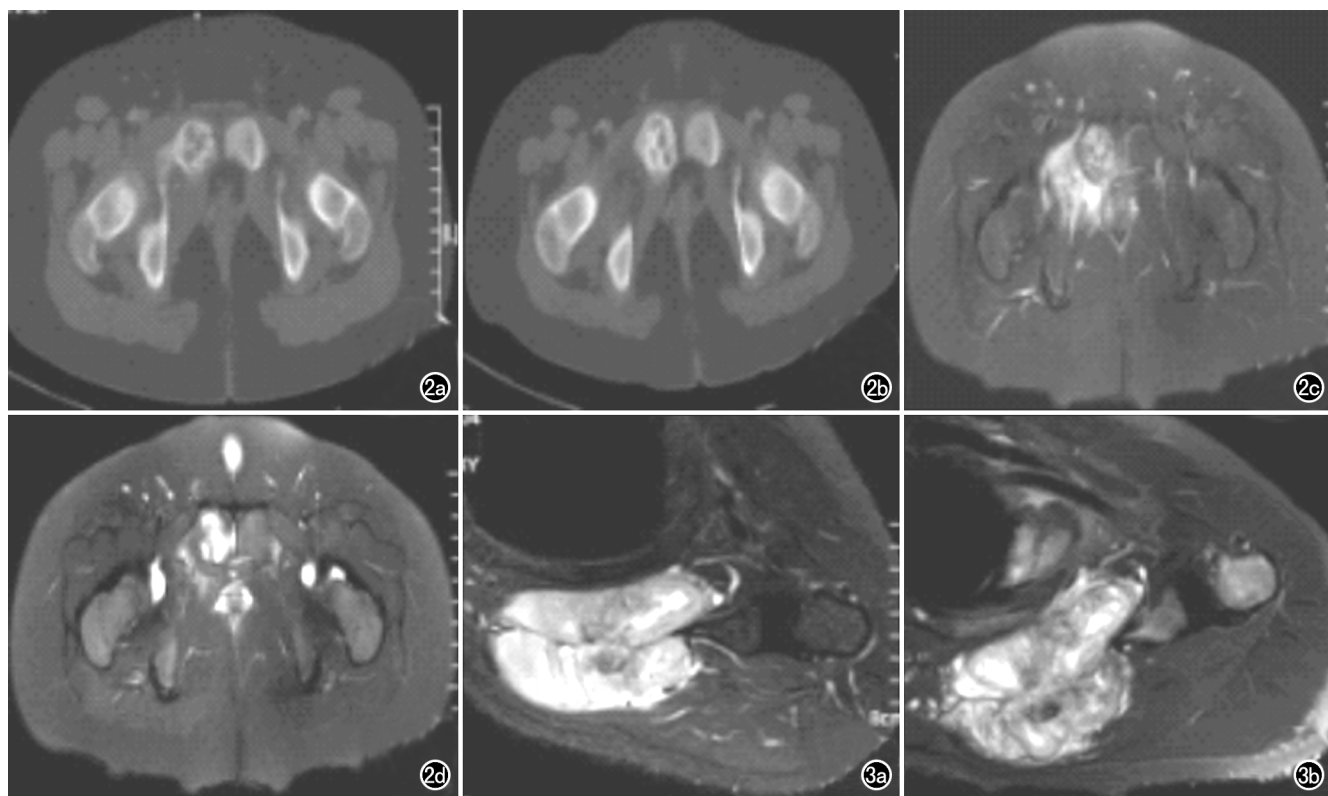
骨源性尤文肉瘤患者,男,12岁,右下腹疼痛1月余。a)新辅助化疗前CT扫描轴面骨窗示右耻骨上支溶骨性骨质破坏,边界不清晰;b)新辅助化疗后CT扫描轴面骨窗示右耻骨上支溶骨性骨质破坏区较前无明显变化;c)新辅助化疗前T₂WI抑脂序列示病变呈不规则高信号,边界不清晰,周围软组织肿胀;d)新辅助化疗后T₂WI抑脂序列示病变呈不规则高信号,基本位于骨内,边界不清晰,周围软组织肿胀基本消失。
